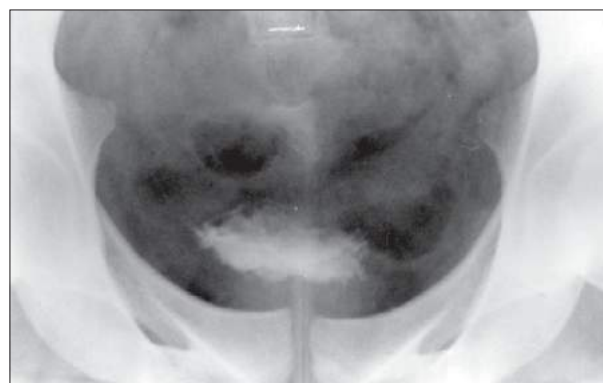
Radiografia localizada da bexiga pós-miccional demonstrando o aspecto normal da mucosa vesical.
